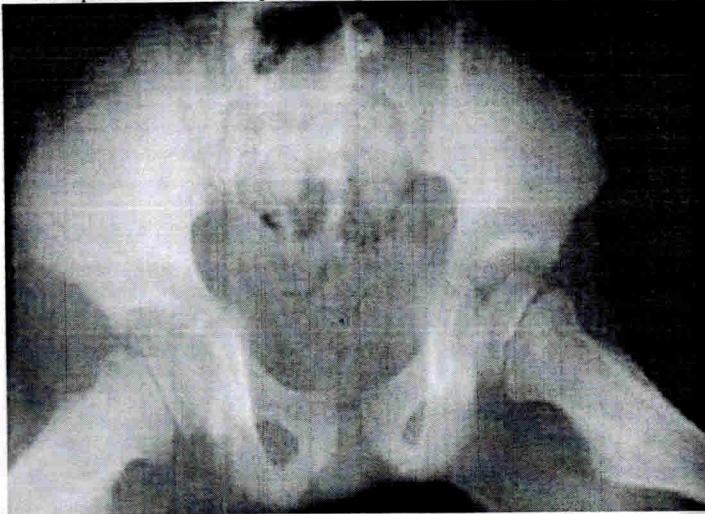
Рентгенологические проявления в левой головке бедра во второй стадии болезни Легг–Кальве–Пертеса.
